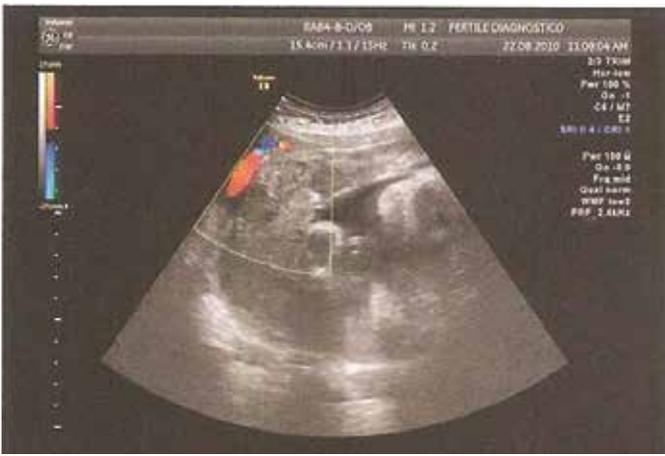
Doppler colorido
